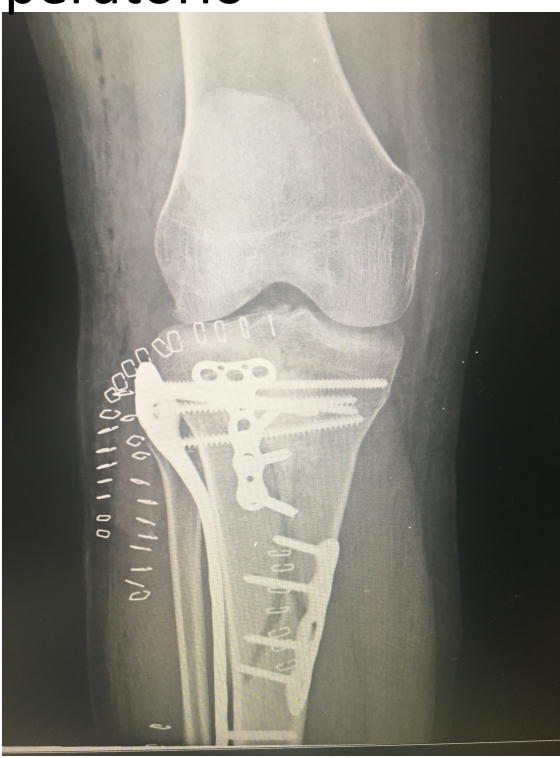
Radiografía anteroposterior postoperatoria
